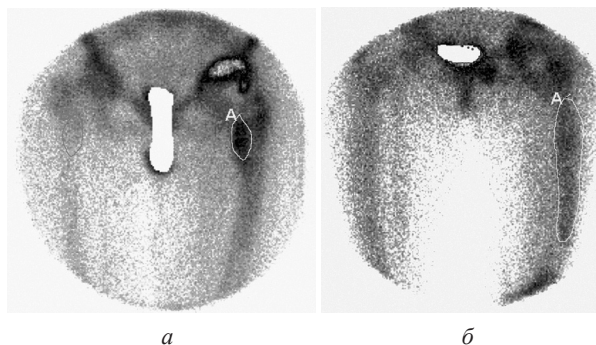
Остеосцинтиграма хворого М. на деформівний остеоартроз правого кульшового суглоба:
